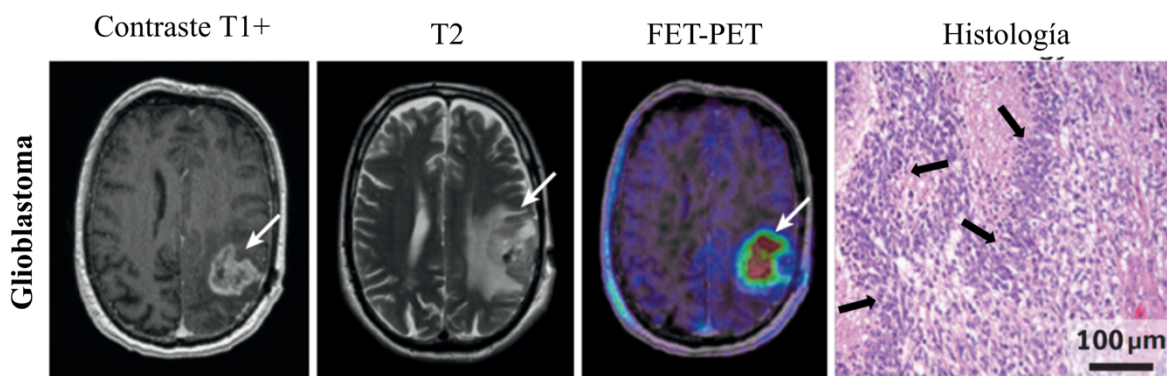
Neuroimagen y características histológicas del glioblastoma. El glioblastoma visualizado con resonancia magnética potenciada con gadolinio ponderada en T1 con más contraste y T2. Imagen tomada con tomografía por emisión de positrones con 18-fluoruro-fluoro-etil-tirosina (FET-PET). Características histológicas en sitios teñidos con hematoxilina-eosina. Las flechas señalan al glioblastoma. Imagen modificada de Weller *et al*, 2015.
